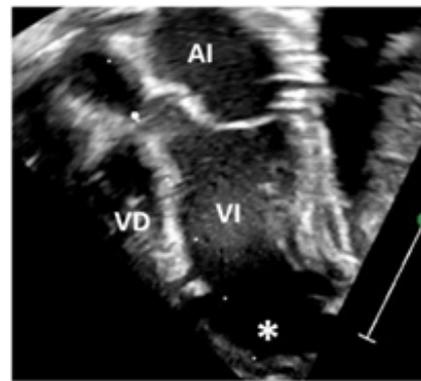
Ecocardiograma. AI: aurícula izquierda; VI: ventrículo izquierdo; VD ventrículo derecho; *aneurisma.
